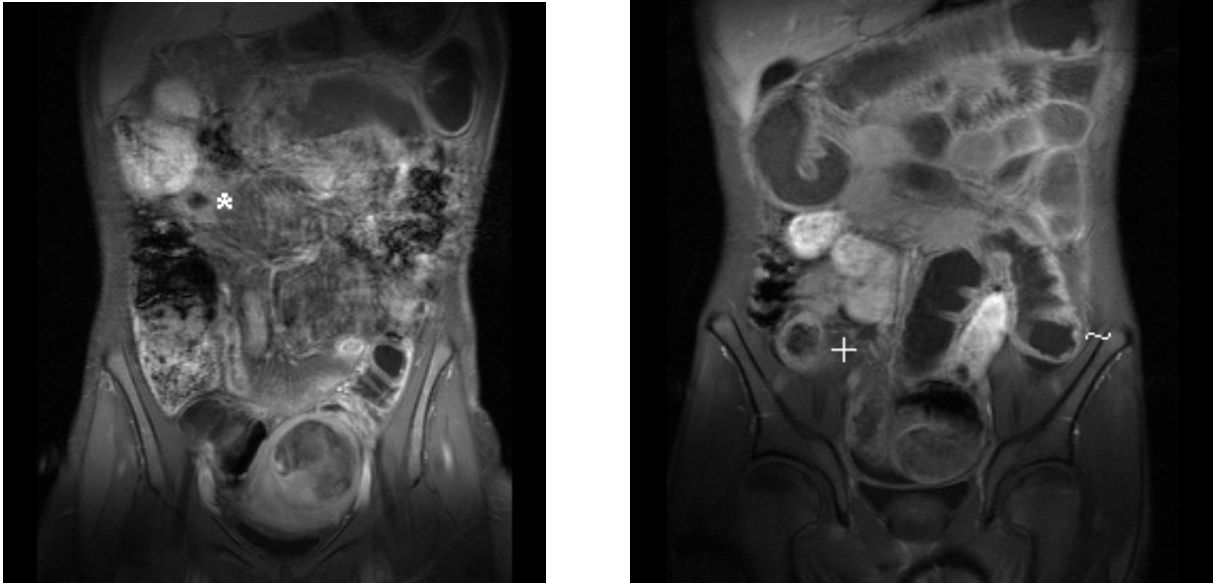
MRT-Bilder der Dynamik-Sequenz (T1_FLASH_VISION, Siemens Symphony) nach KM-Gabe. Wandverdickung des terminalen Ileums (*) und vergrößertes Signal der Darmwand im Sigma (links). Verdickungen und Signalerhöhungen der Wand im Ileozaealbereich (+) und Sigma (~) rechts.
